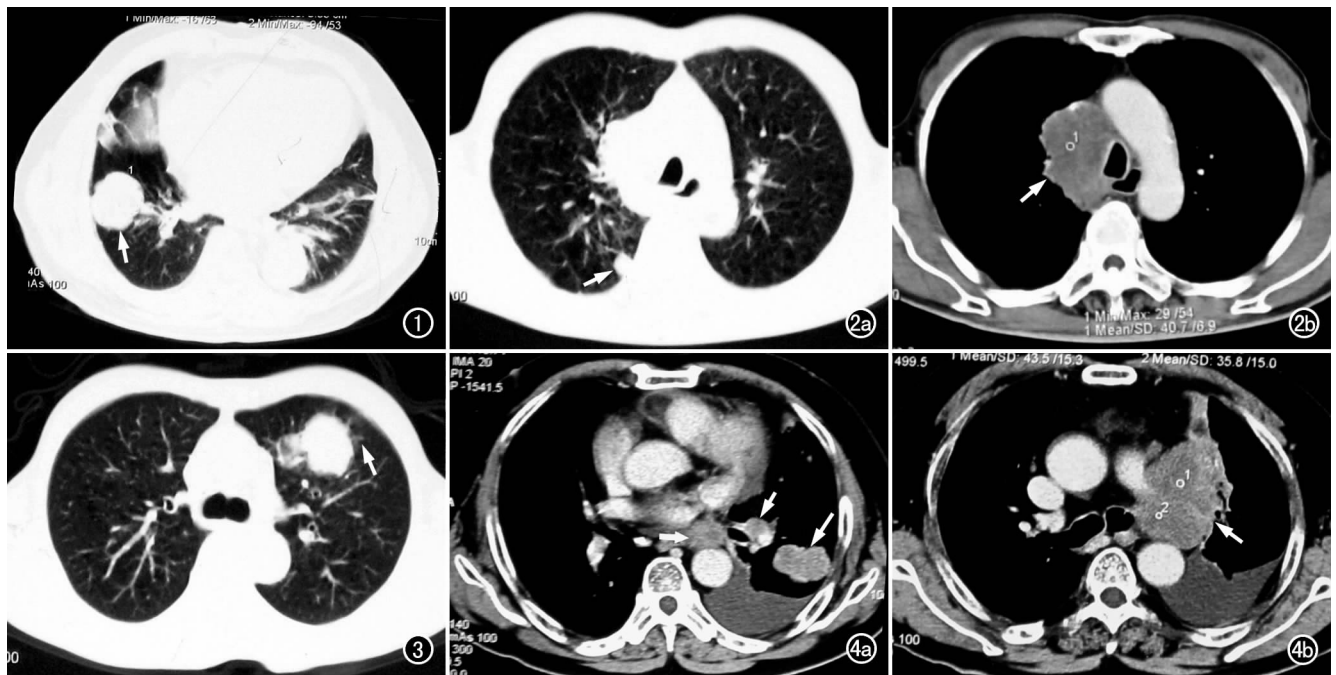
右肺下叶外基底段 PSCLC。CT 示肿块边缘呈浅分叶状, 边界清楚(箭)。图 2 右肺上叶 PSCLC。a) 肺窗图像示右肺上叶后段小结节影(箭), 边缘光整清晰, 无明显毛刺; b) 增强扫描示腔静脉后气管右前方淋巴结增大融合(箭), 上腔静脉和气管受压变窄。图 3 左肺上叶前段 PSCLC, 肺窗图像示肿块周围环绕磨玻璃样密度影(箭), 边缘模糊。图 4 左肺下叶 PSCLC。a) 增强扫描图像纵隔窗示左肺下叶胸膜下不规则肿块(长箭), 左肺门和纵隔淋巴结肿大(短箭), 左侧胸腔积液; b) 支气管分叉层面示左肺门和纵隔肿大融合的淋巴结(箭), 呈“冰冻纵隔”表现。
